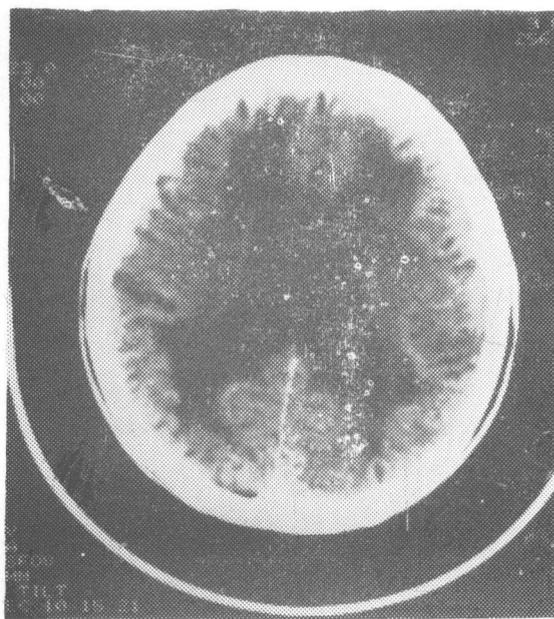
例2男, 40岁, CO中毒后72天CT示: 双侧额叶、双侧苍白球、内囊后肢均见斑片状及类圆形低密度影, 脑白质密度降低, CT值 $4.3 \times 14.9$ Hu, 三脑室及双侧侧脑室明显增大, 外侧裂明显增宽, 脑沟加深。CT提示: CO中毒后弥漫性脑缺血性改变伴脑萎缩。
